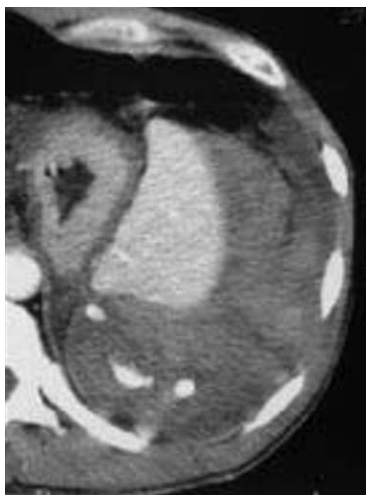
AVP moto. Choc hémodynamique stabilisé. TDM IV : extravasation extra-splénique, hémopéritoine massif. Laparotomie : splénectomie.
